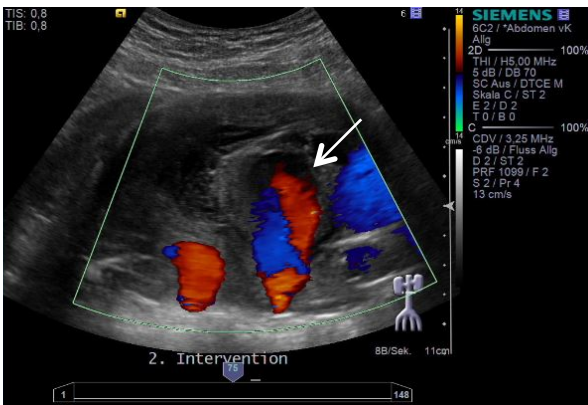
FKDS - Kontrolle 1 Jahr nach CT-Intervention → großregredientes pEL (weißer Pfeil)
